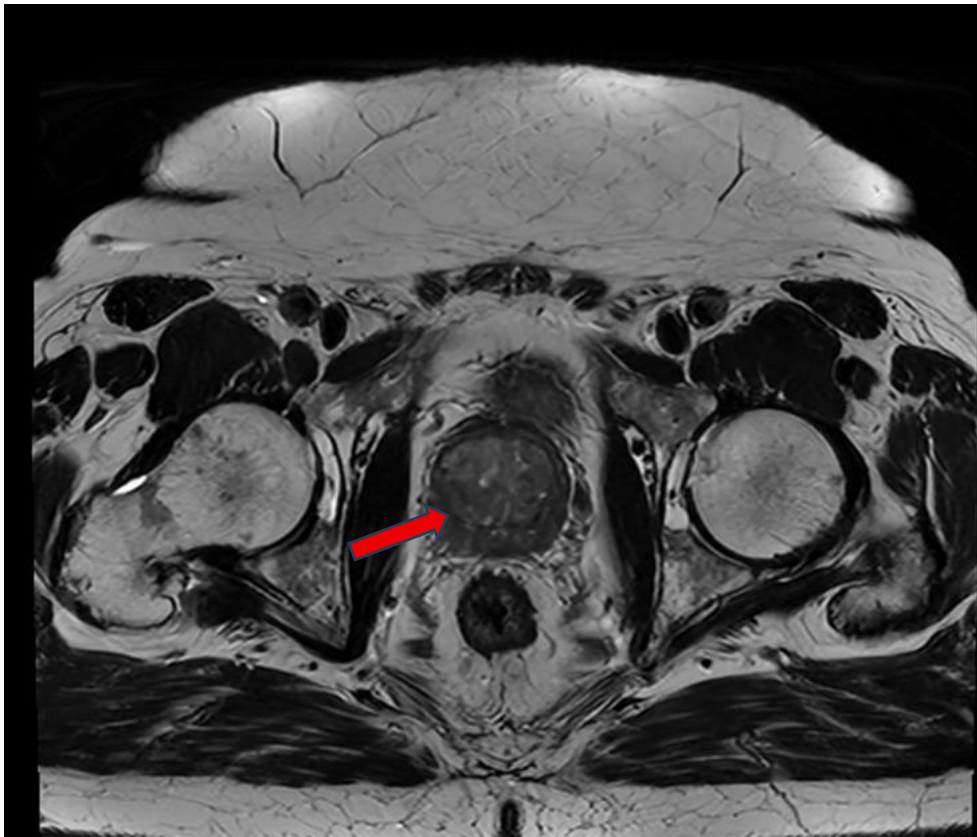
МРТ органов малого таза с внутривенным контрастированием (красной стрелкой указан патологический очаг)
